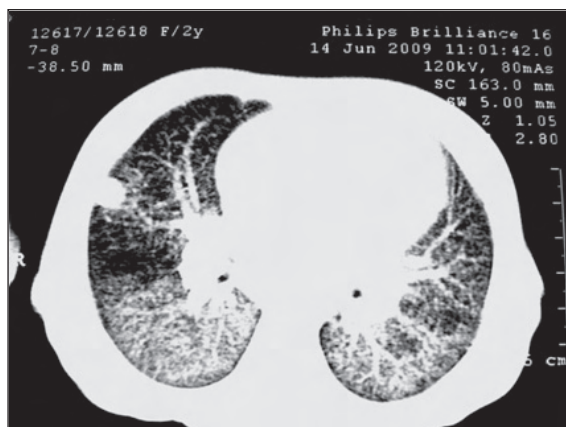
Tomografía computadorizada de tórax: infiltrados de tipo miliar y nódulo pulmonar derecho.
